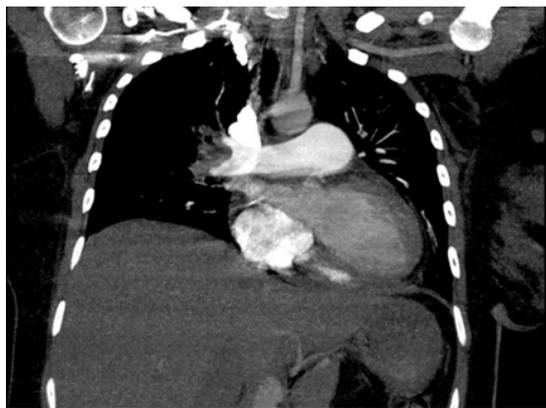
Данные КТ-ангиопульмонографии у пациентки с двусторонней субмассивной ТЭЛА.
